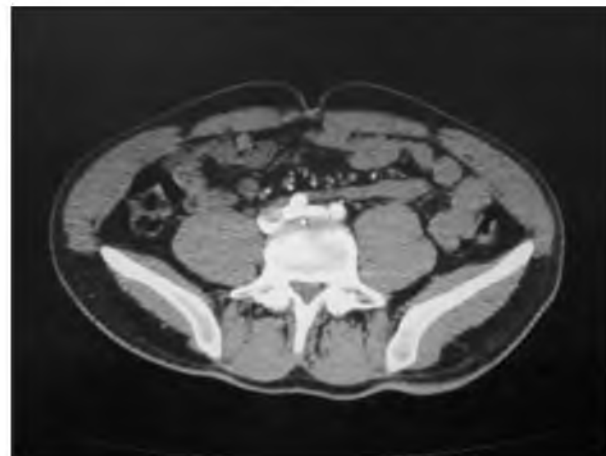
МСКТ-ангиография. Аксиальный срез области пояснично-крестцового сочленения – стрелкой обозначена левая ОПодВ, не имеющая признаков компрессии расположенной над ней правой ОПоА.
